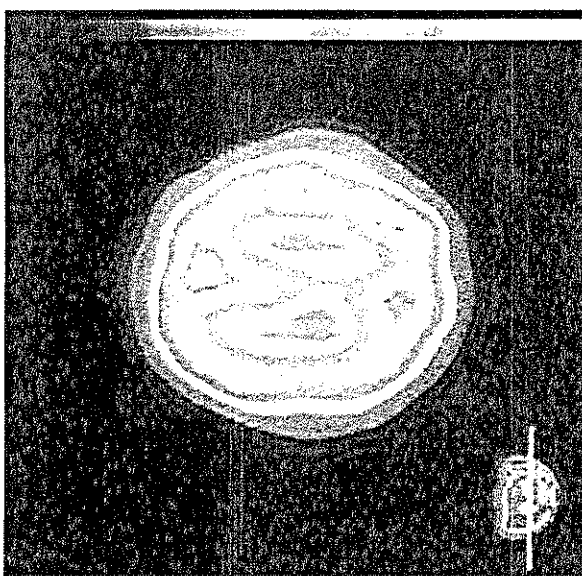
SPECT dentro de la normalidad de un paciente diagnosticado de depresión.
